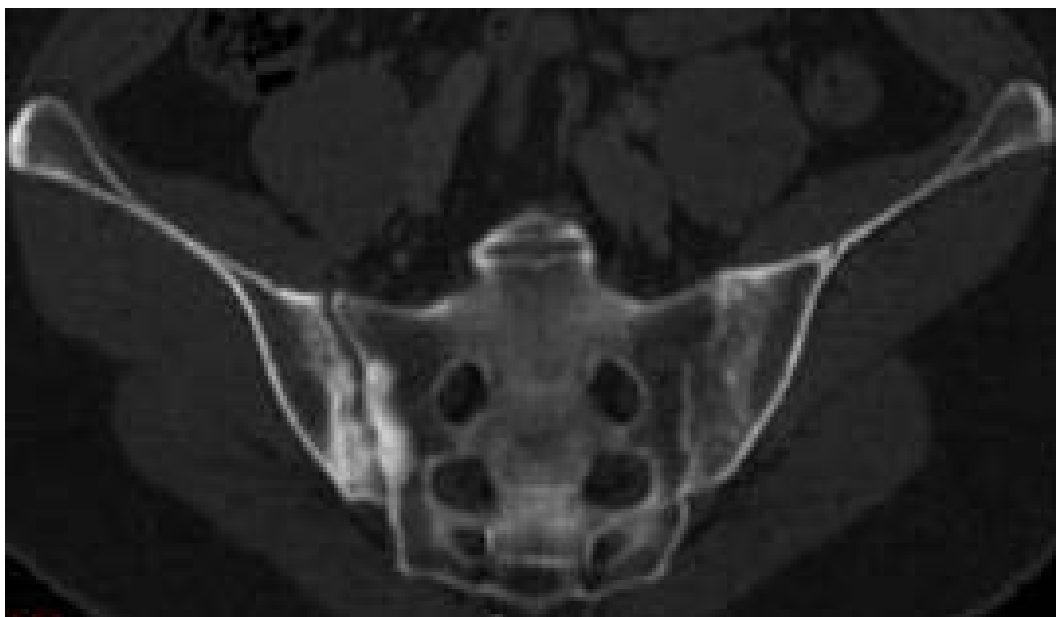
TDM des sacro-iliaques montrant une condensation des berges de la sacro iliaque droite avec multiples érosions
